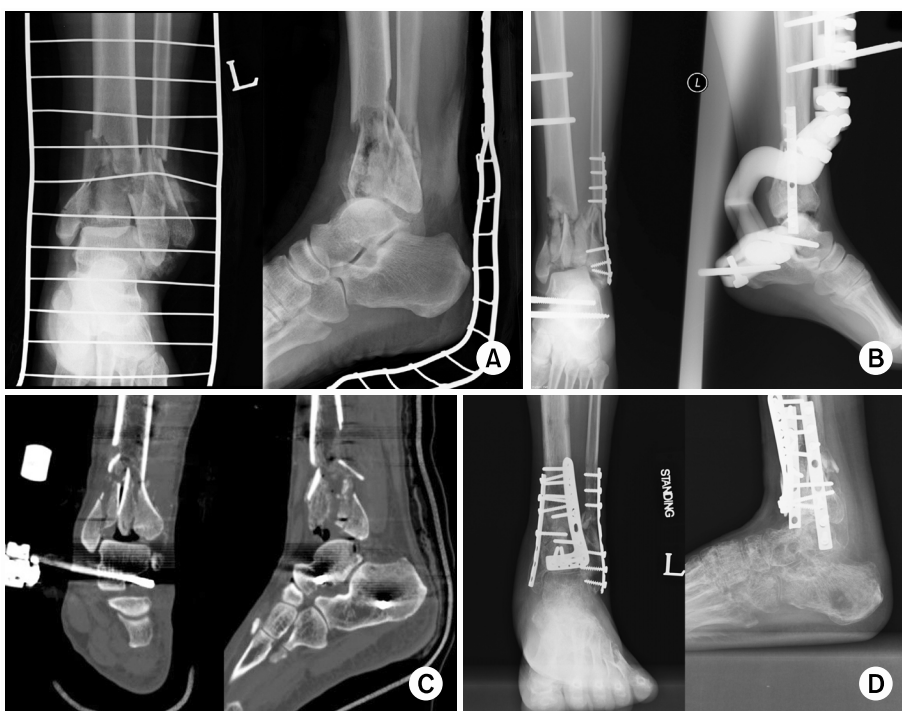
(A) Initial radiograph shows type III severely comminuted pilon fracture of a 42 year-old male. (B) As the 1st stage treatment, the pilon fracture was realigned and stabilized by external mono-fixator, with the fibular fracture being fixed with plate and screw. (C) Coronal and sagittal images of CT scan show displaced articular fragments of the tibia plafond. (D) Two weeks since 1st operation, open reduction and internal fixation with dual plate were performed with allogenic bone graft. At postoperative 12 months, the patient showed stiff ankle with mild degree pain and final AOFAS score of 85 points.
